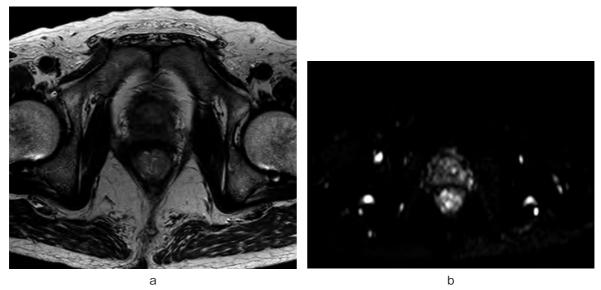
MRI. a) At the time of post-chemotherapy, pelvic MRI showed that prostatic tumor decreased in size. b) Diffusion-weighted MRI demonstrated hyper intensity area was obscure in the prostate.
